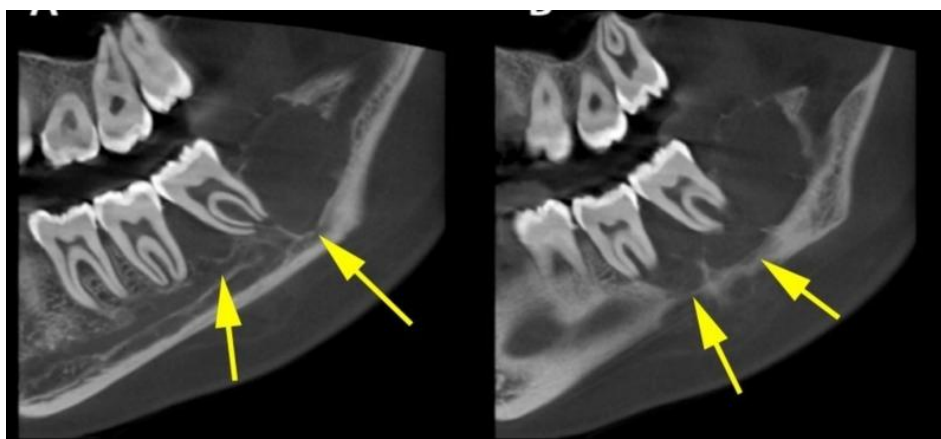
TDM crâno-faciale en coupe sagittale montrant une lésion ostéolytique mandibulaire droite d'un granulome central à cellules géantes. <sup>75</sup>
